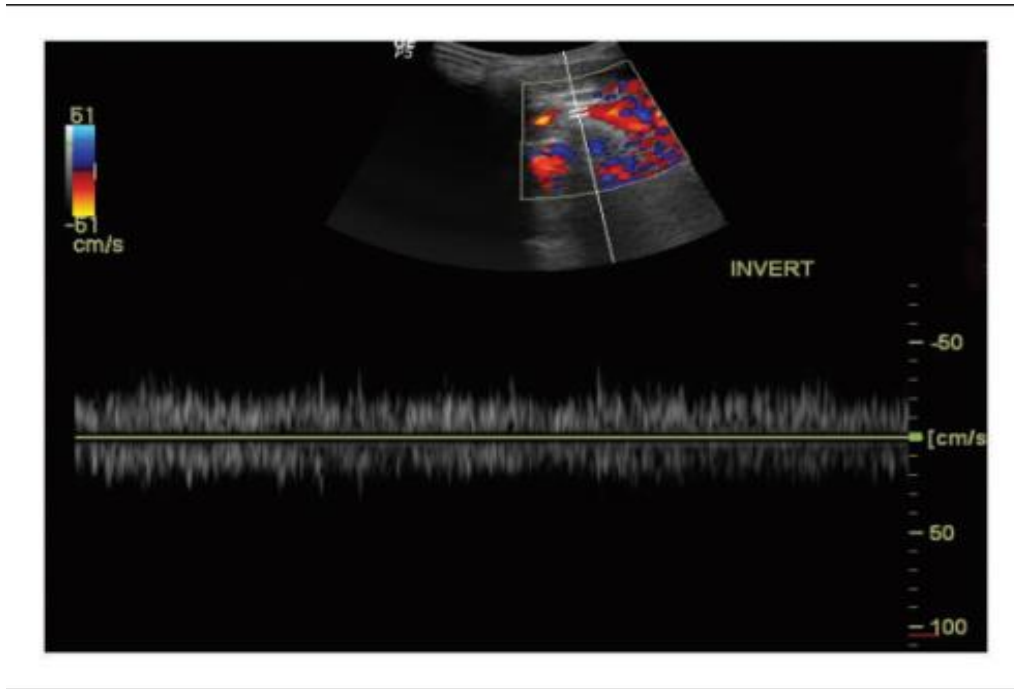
Image doppler montrant une faible onde de flux continu du segment sténotique de la veine brachiocéphalique gauche. [48]
